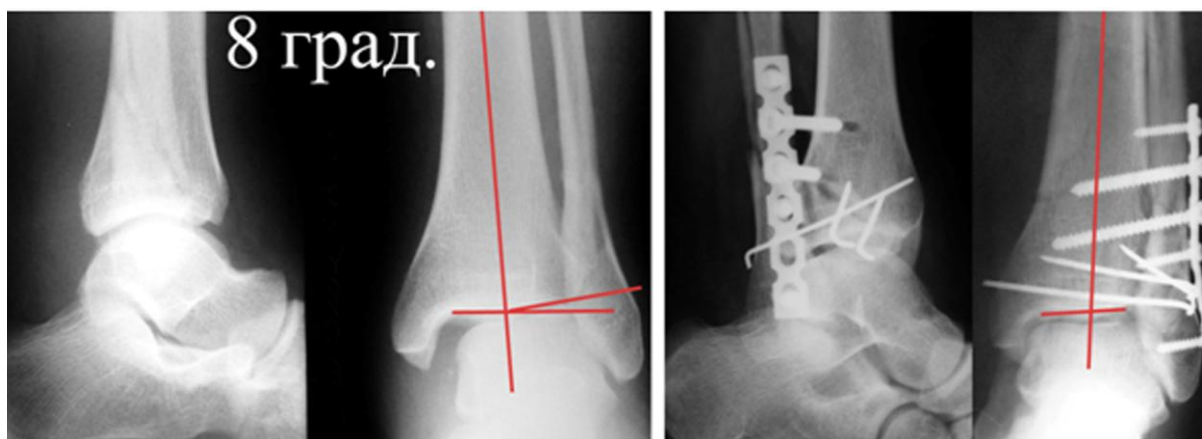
Рентгенограммы больного Г., 25 л. (и.б. № 24085): слева на рисунке имеется импрессия наружной половины суставной поверхности 8 град. за счет подвывиха таранной кости. Справа – состояние после операции по восстановлению конгруэнтности в голеностопном суставе: остеотомии наружного эпиметафиза большеберцовой кости, низведения малоберцовой кости, остеосинтеза
